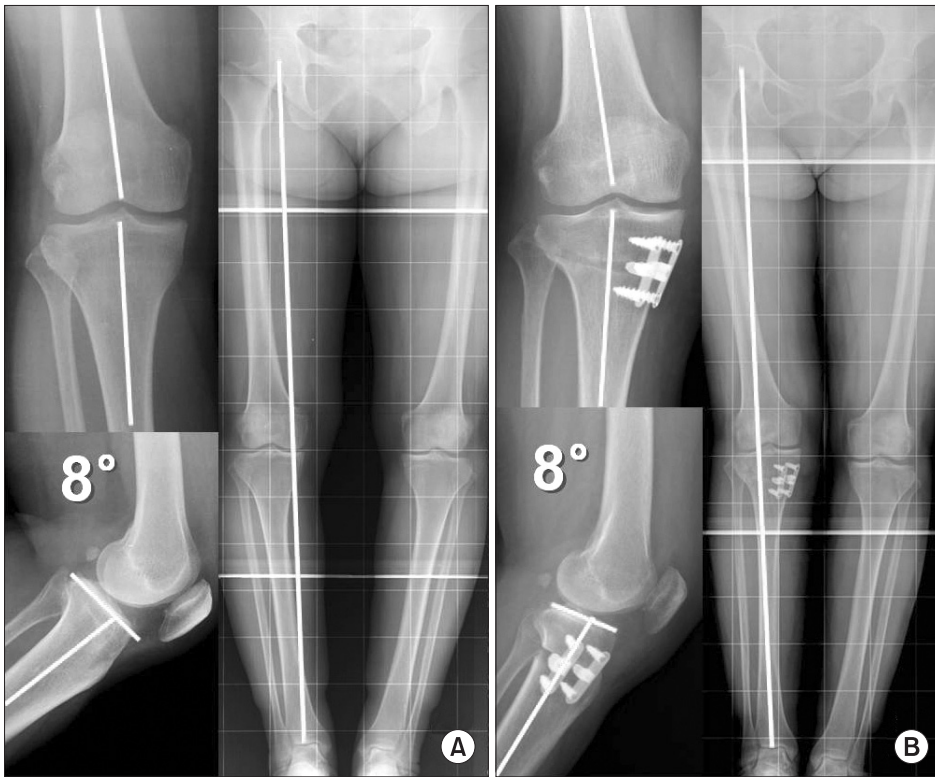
Preoperative (A) and post-operative (B) radiographs showing satisfactory alignment without change in posterior slope; 6 mm anterior and 9 mm posterior plates were used.
